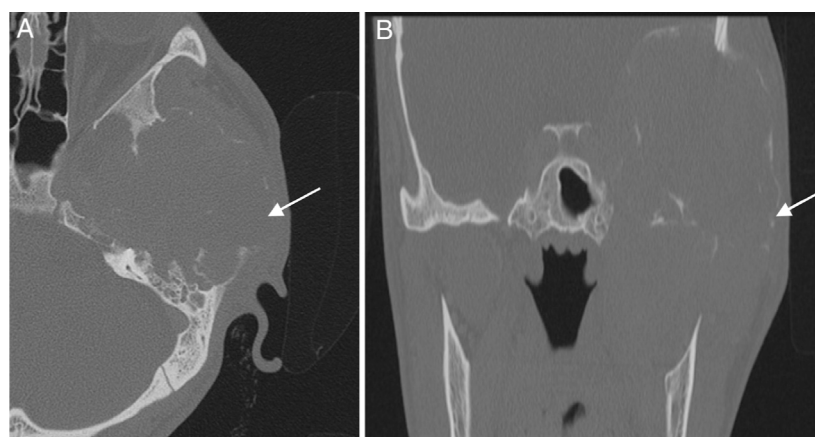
A e B, Imagem de TC coronal e axial de alta resolução do osso temporal esquerdo revela extensa destruição cortical que envolve a asa maior esquerda do esfenóide, a parte escamosa e a margem anterior da parte petrosa do osso temporal esquerdo. As células aéreas da mastoide estão erodidas, com opacificação das células aéreas da mastoide. A cavidade da orelha média e os ossículos estão completamente destruídos pelo tumor. Observe a concha óssea extremamente fina que contorna a lesão (setas).
